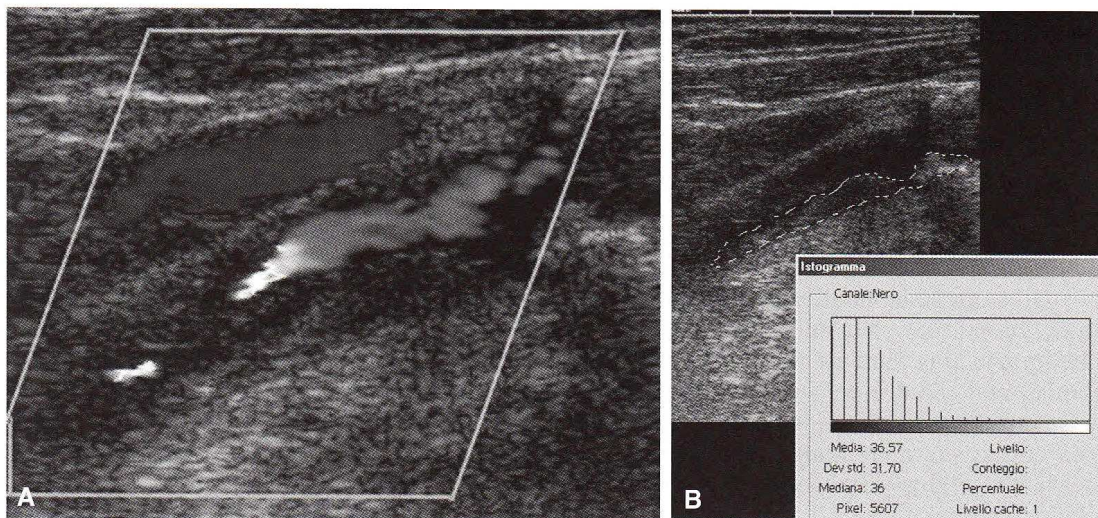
A) immagine eco-color-Doppler di placca ulcerata a composizione disomogenea; B) calcolo del GSM relativo.
